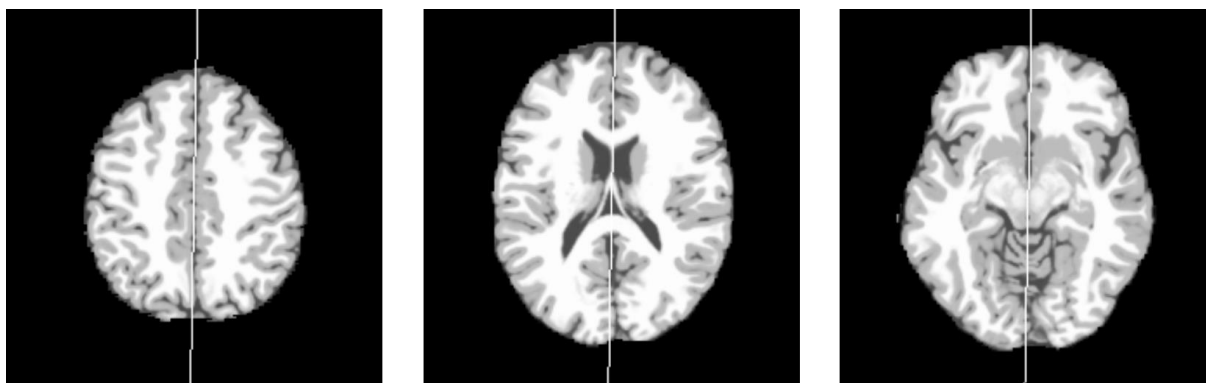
Exemplo de plano sagital projetado sobre três fatias 2D (projeções axiais) de uma imagem de RM
